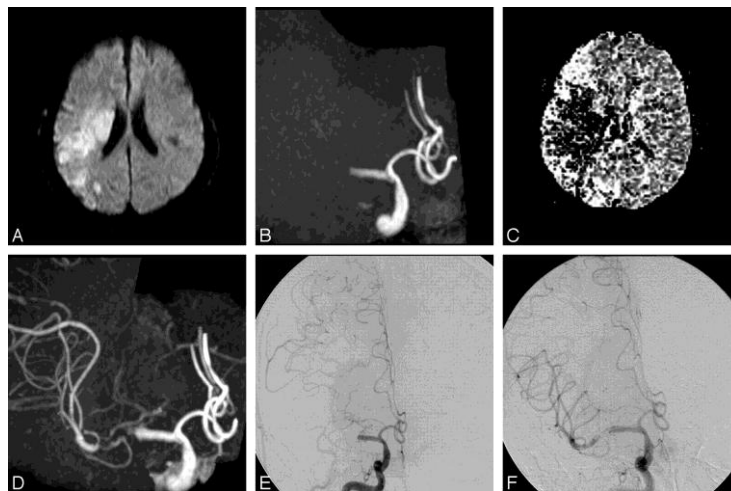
Hombre de 49 años de edad con parálisis repentina aparición del lado izquierdo, la afasia, y alteración de la conciencia. A) Axial DWI obtenido en el momento de MRA confirma infarto del territorio de la ACM derecha. B) 3D TOF angiografía por resonancia magnética (AP) muestra la oclusión del segmento M1 de la ACM derecha. (Ishimaru H., 2007).
